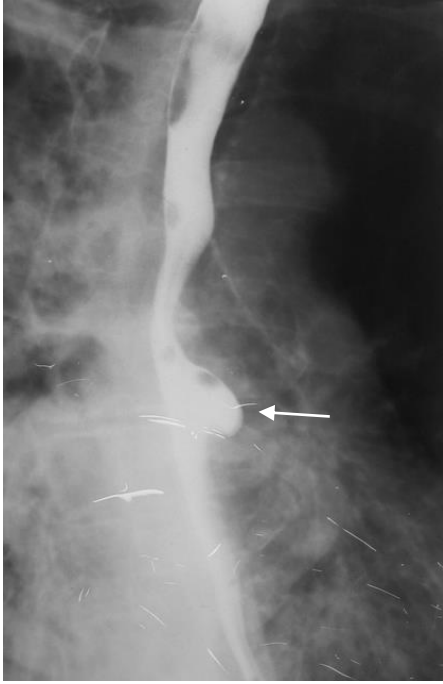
Рентгенограмма грудного отдела пищевода в правой косой проекции (тугое контрастирование). Определяется локальное увеличение просвета пищевода овальной формы с гладкими контурами (стрелка) и смещение пищевода кзади.
